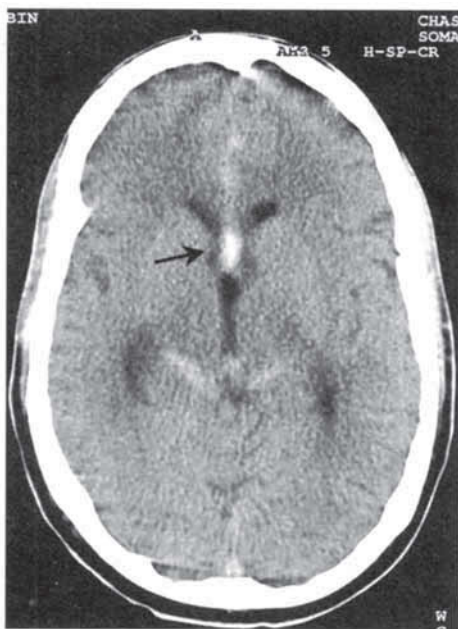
КТ больного с субарахноидальным кровоизлиянием. Область повышенной плотности, распространяющаяся в различные отделы, характеризует кровь и локализована, в частности, в межполушарной щели (показано стрелкой), что характерно для аневризмы передней соединительной артерии
